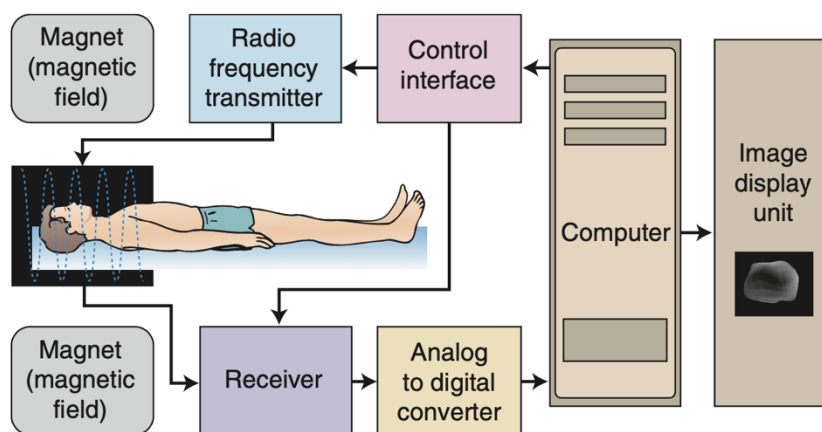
Representação esquemática entre o impulso de radiofrequência e a obtenção da imagem em RM
